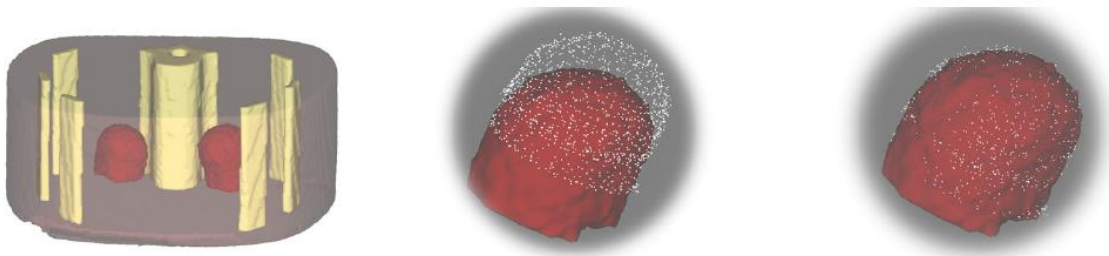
A gauche : représentation 3D du fantôme. Au milieu : rein droit avant recalage et à droite : rein droit après recalage(en blanc : segmentation échographique, en rouge : segmentation scanner)
